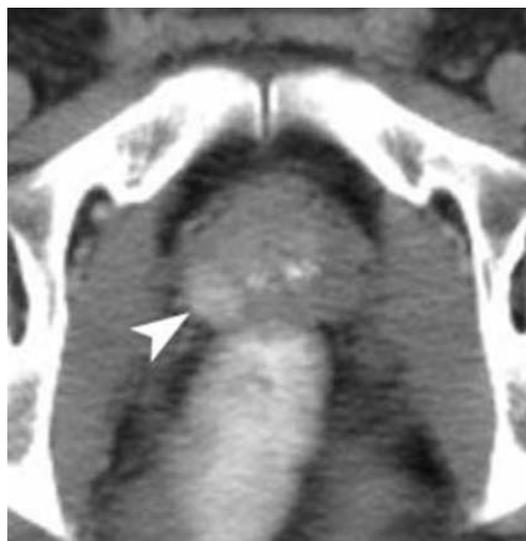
Tomografia computerizzata. Adenocarcinoma prostatico. Riscontro incidentale di lesione (punta di freccia) nel lobo destro; il nodulo appare iperdenso dopo mdc
